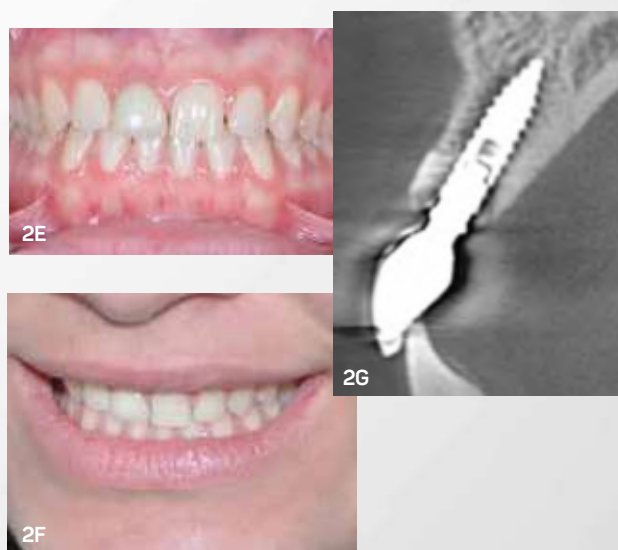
Exodontia do elemento 11 devido à fratura, instalação imediata de implante, preenchimento do gap com Nanosynt e prótese fixa cimentada sobre munhão. A) Tomografia computadorizada inicial. B) Aspecto clínico inicial. C) Aspecto final da coroa cimentada sobre o munhão. D) Tomografia após 1 ano da coroa em função. E) Controle de 1 ano e meio após a cimentação. F) Sorriso após 1 ano e meio de cimentação. G) Tomografia após 1 ano e meio em função.
